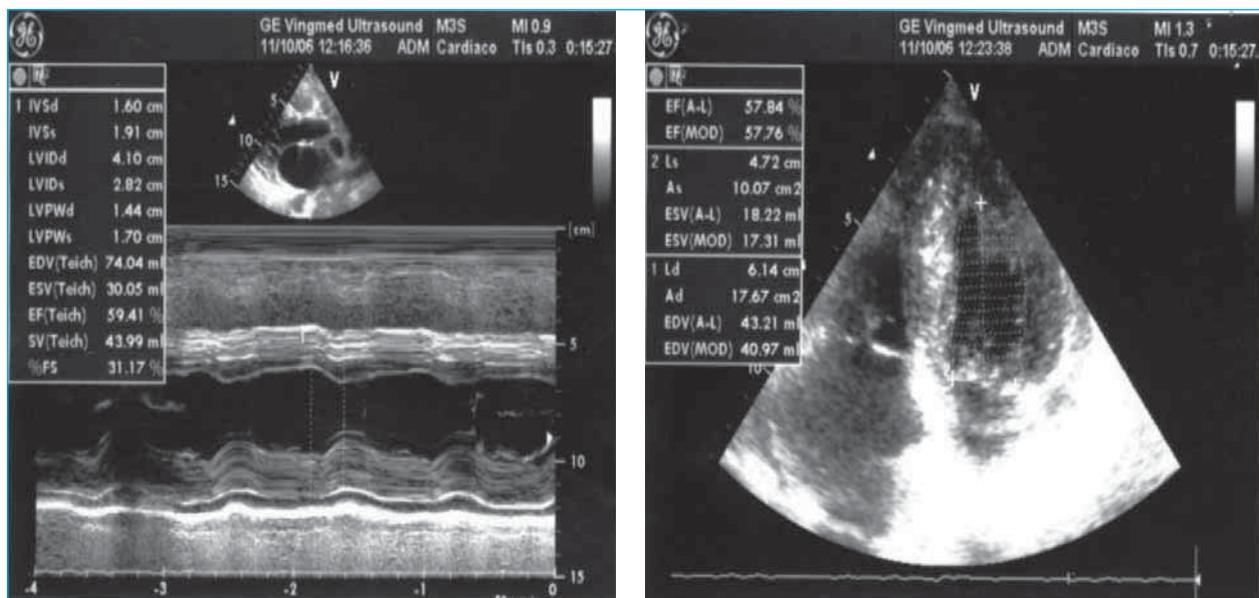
Ecocardio prima del trattamento con bortezomib.
